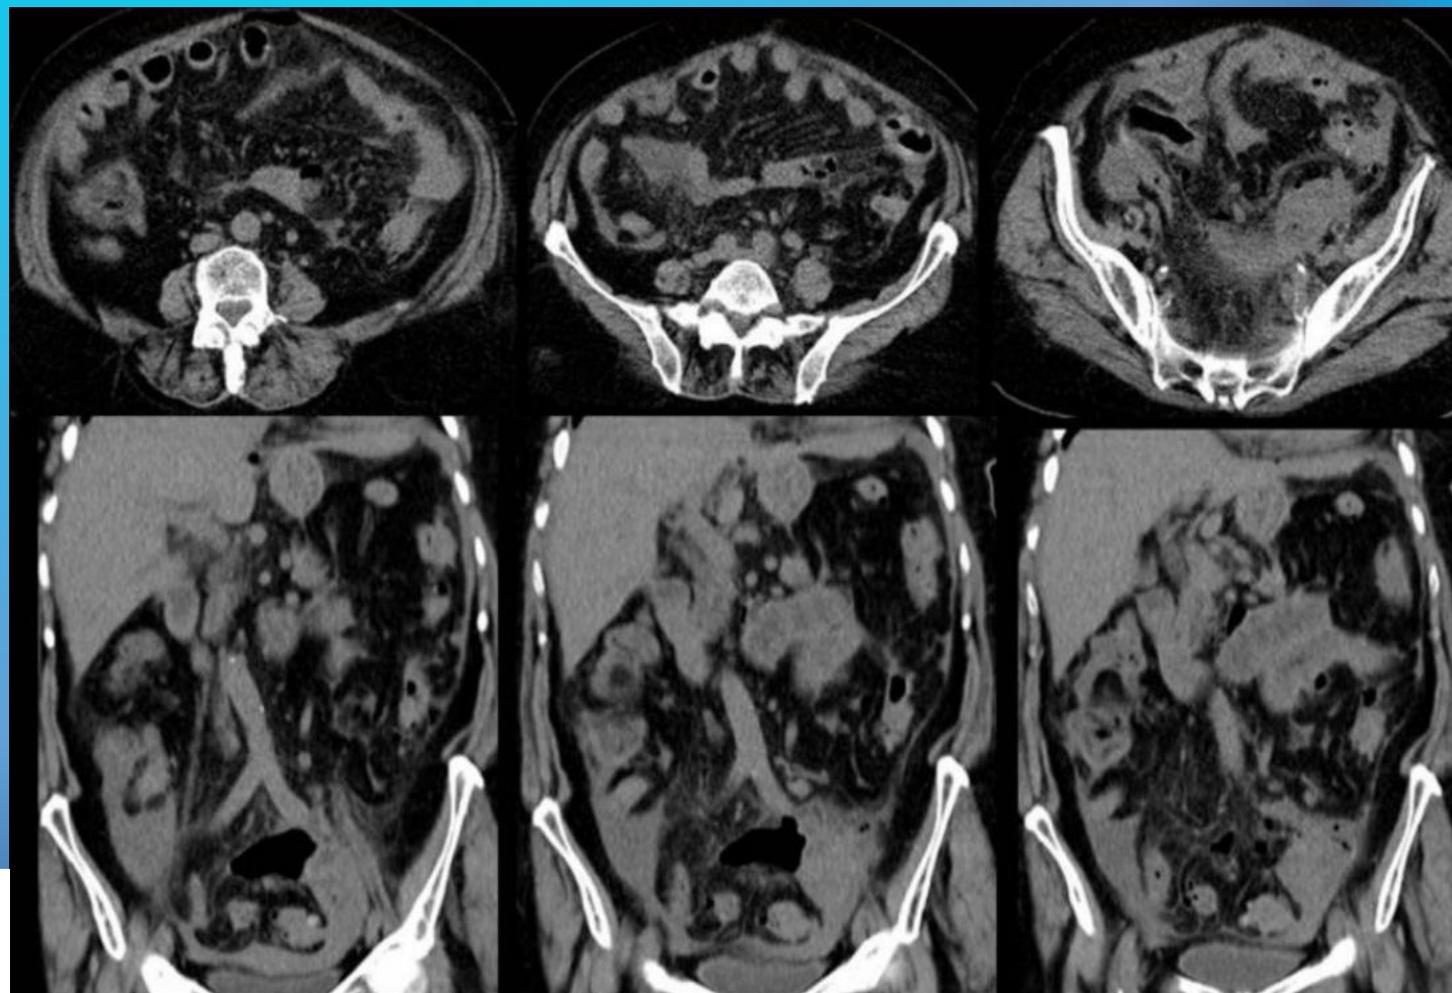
Peritonitis en paciente con diverticulitis perforada. Imágenes de TC en planos axial (arriba) y coronal (abajo), donde se observa alteración de los planos grasos abdominales, engrosamiento difuso de las paredes intestinales, neumoperitoneo y líquido libre.
